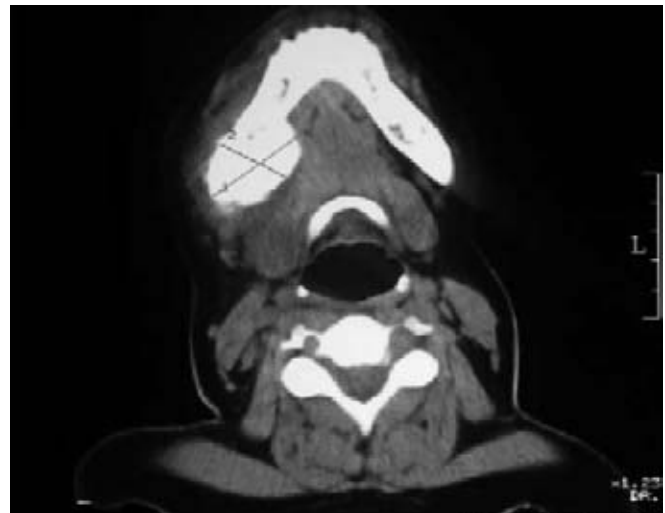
Aumento de volumen en el lado derecho de la mandíbula, con infiltración de los tejidos blandos circundantes (tomografía computada axial simple de cuello, con técnica para tejidos blandos).
